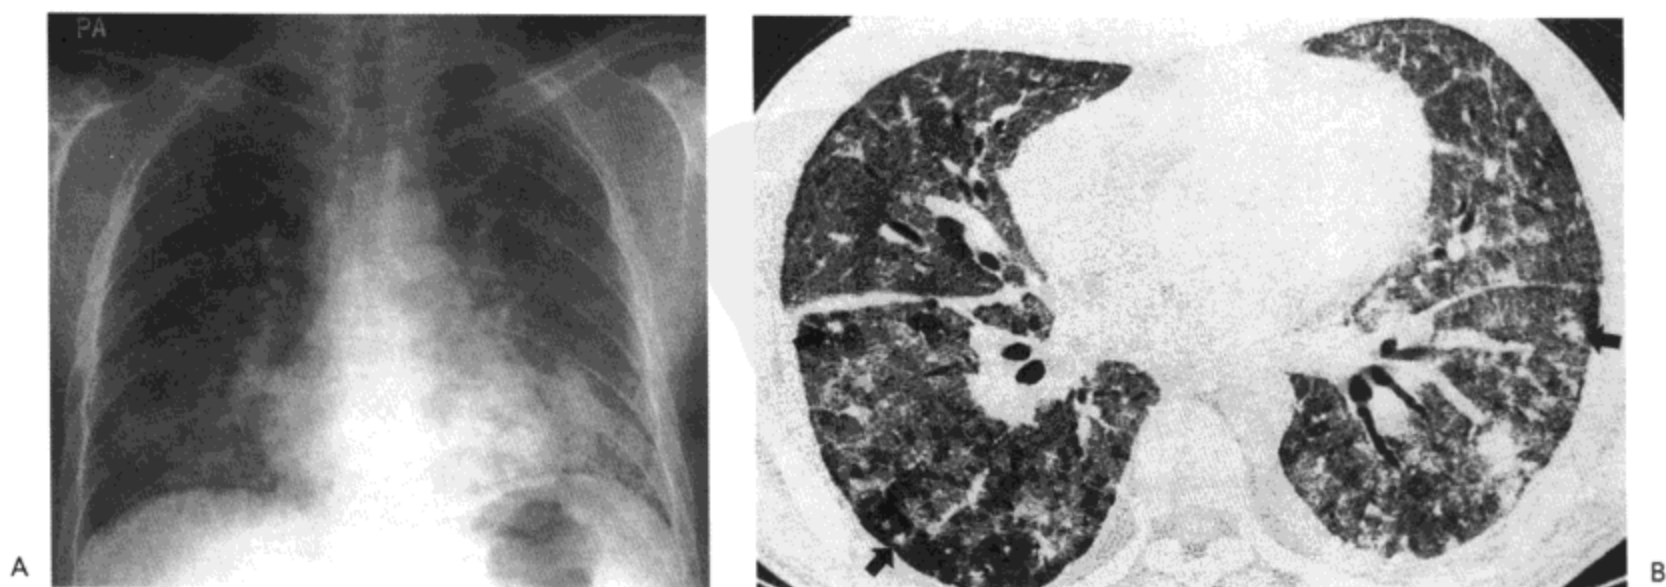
间质性肺炎。A：X 线胸片示双肺边界不清的细小结节与网状阴影，下叶局限实变区。B：高分辨率 CT（1.5mm 层厚）示广泛双侧磨砂玻璃影与边界不清的小结节（箭号）。同时注意右侧小量的胸腔积液（箭号）。病人男，35 岁，患肌发育不良综合征与泡疹病毒性肺炎。
